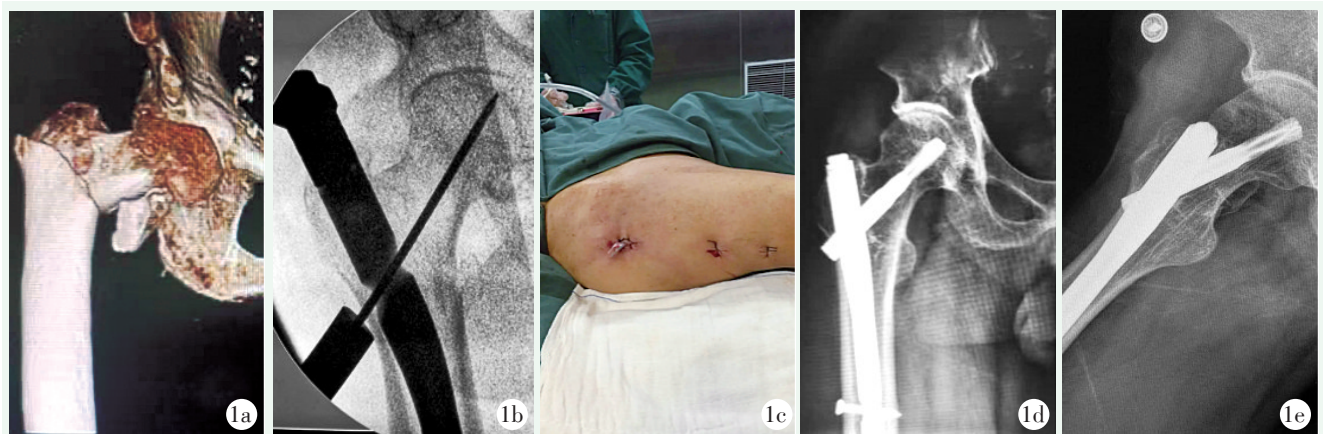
患者, 男, 70 岁, 跌落伤导致右侧股骨转子骨折。1a: 术前正侧位三维 CT 重建显示股骨转子骨折; 1b: 术中透视下 PFNA 固定; 1c: 术后小切口外观; 1d, 1e: 术后 12 个月正侧位 X 线片显示骨折复位良好, 无畸形, 骨折愈合, 内固定稳固。
